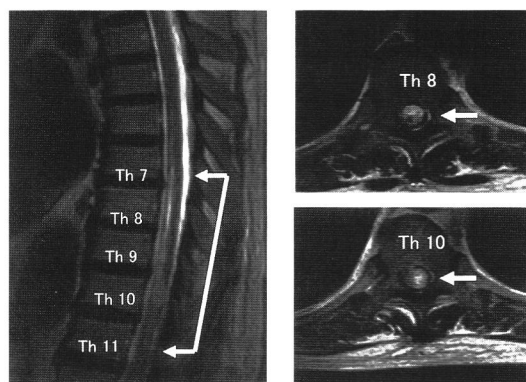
胸髄 MRI T2 強調画像 (第 12 病日撮影)
